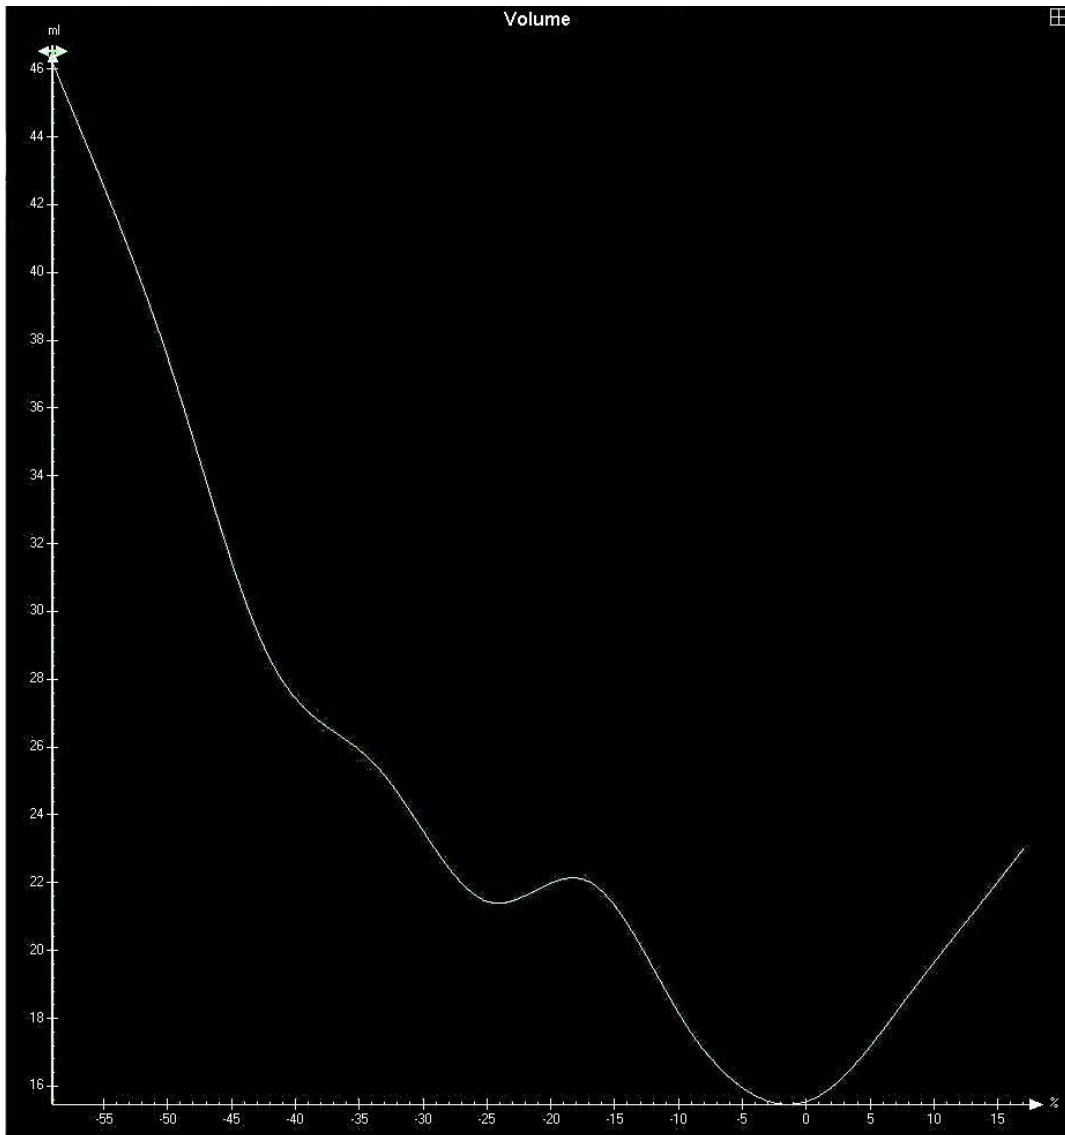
Zeit-Volumen-Kurve der Volumetrie in der RT-3D-Echokardiographie bei einer Verzögerung von 300 ms nach der R-Zacke (dargestellt ist der gleiche echokardiographische Datensatz wie in Abb. 1)
